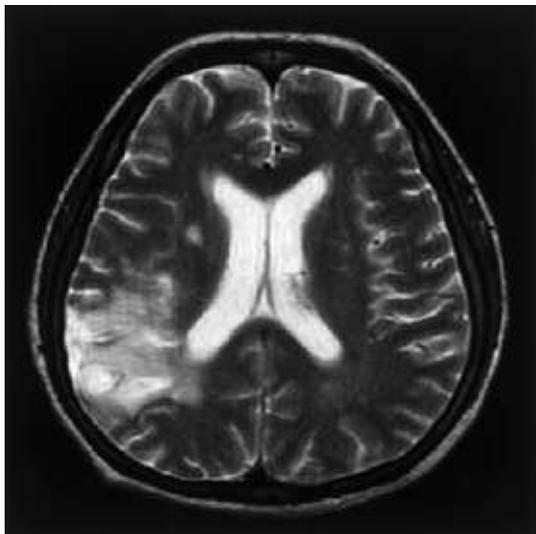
Brain MRI (T2) of case 2 showing the right middle cerebral artery infarct
